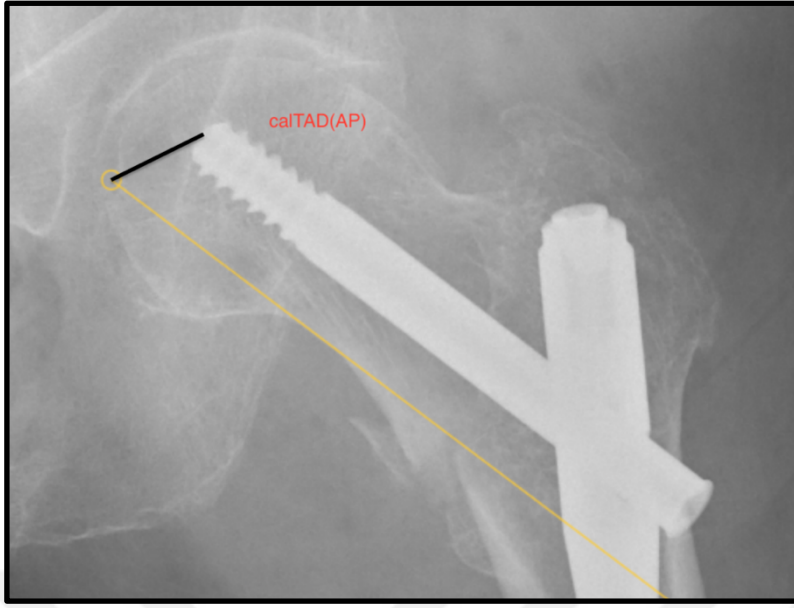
AP grafide tip apeks mesafesinin (TAD) ölçümü
